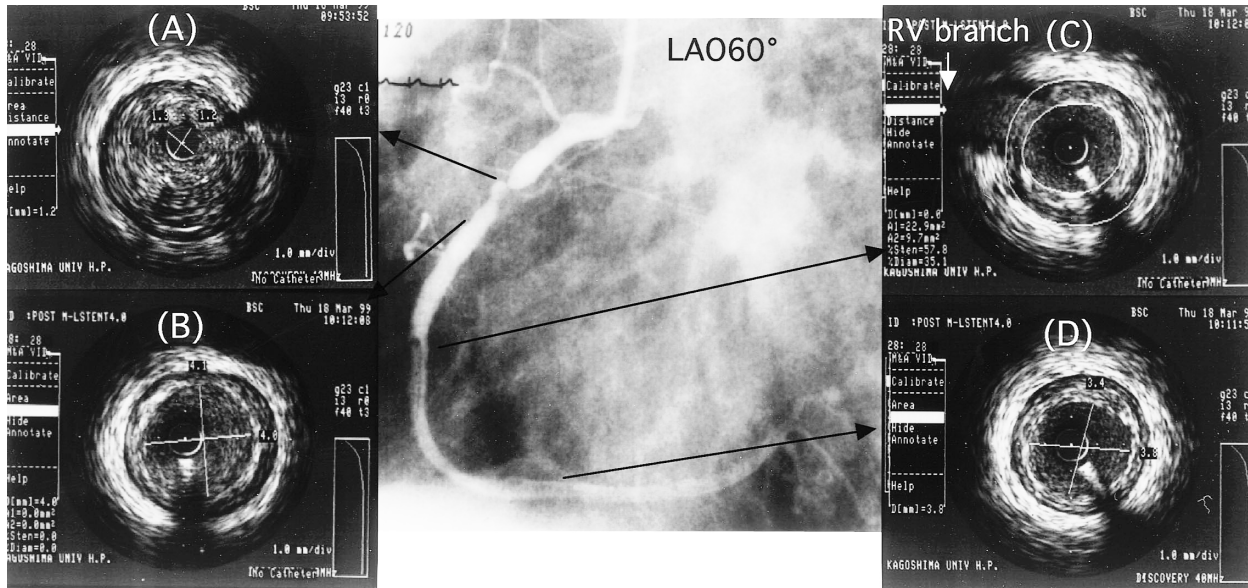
Intracoronary ultrasonic images
